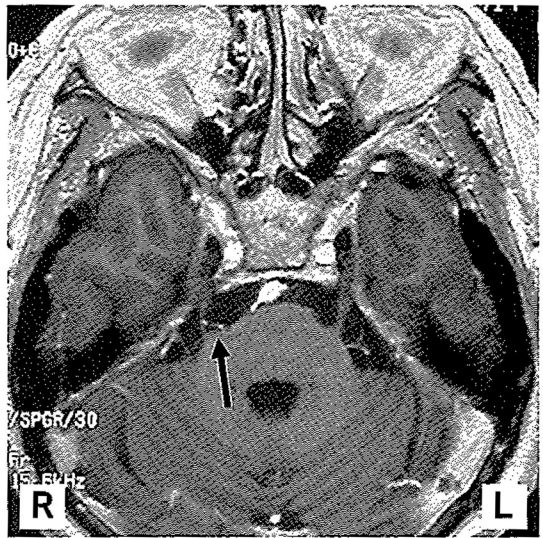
右三叉神経痛の71歳女性. SPGR(spoiled GRASS)法によるMRIでの圧迫血管の描出. 水平断像. 矢印三叉神経を圧迫している血管(前下小脳動脈).
